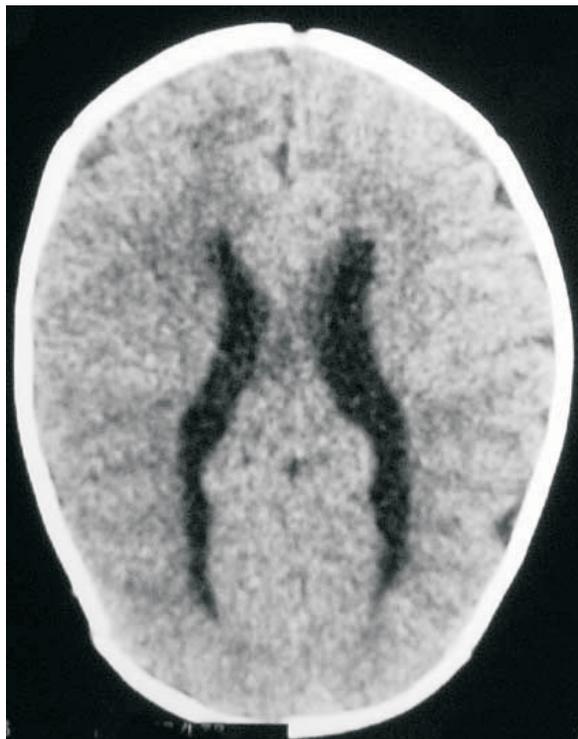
Tomografía en corte transversal que muestra hipodensidad difusa de la sustancia blanca con dilatación de los ventrículos laterales y elongación de los cuernos occipitales.
